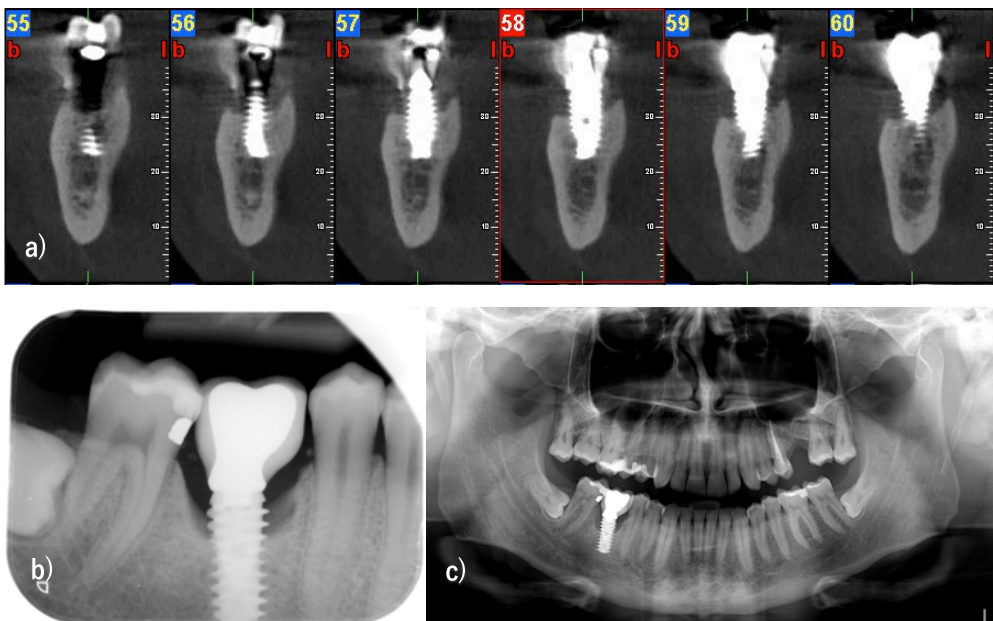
Pérdida ósea radiográfica de un mismo implante visto sobre a) TCHC, b) radiografía periapical y c) ortopantomografía.
